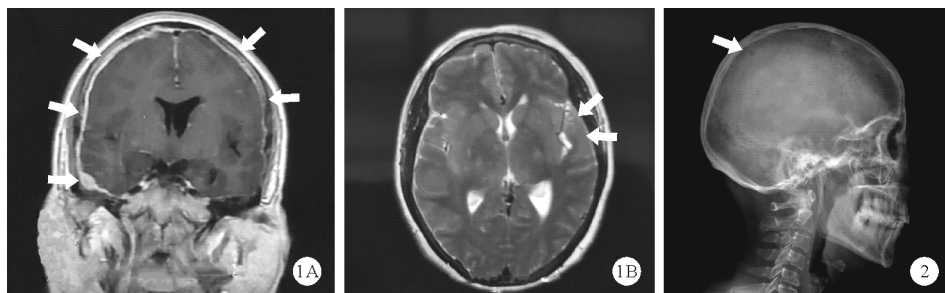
2018年9月11日患者颅脑强化MRI检查结果(A:双侧大脑半球脑回增宽、脑沟变浅伴双侧硬膜下异常信号,如箭头所示;冠状面;B:左侧额部异常信号,如箭头所示;横断面) 图2 2018年9月19日患者头颅X线平片检查结果(颅骨内外板边缘欠清晰,可见少许小类圆形低密度影,如箭头所示;矢状面)
